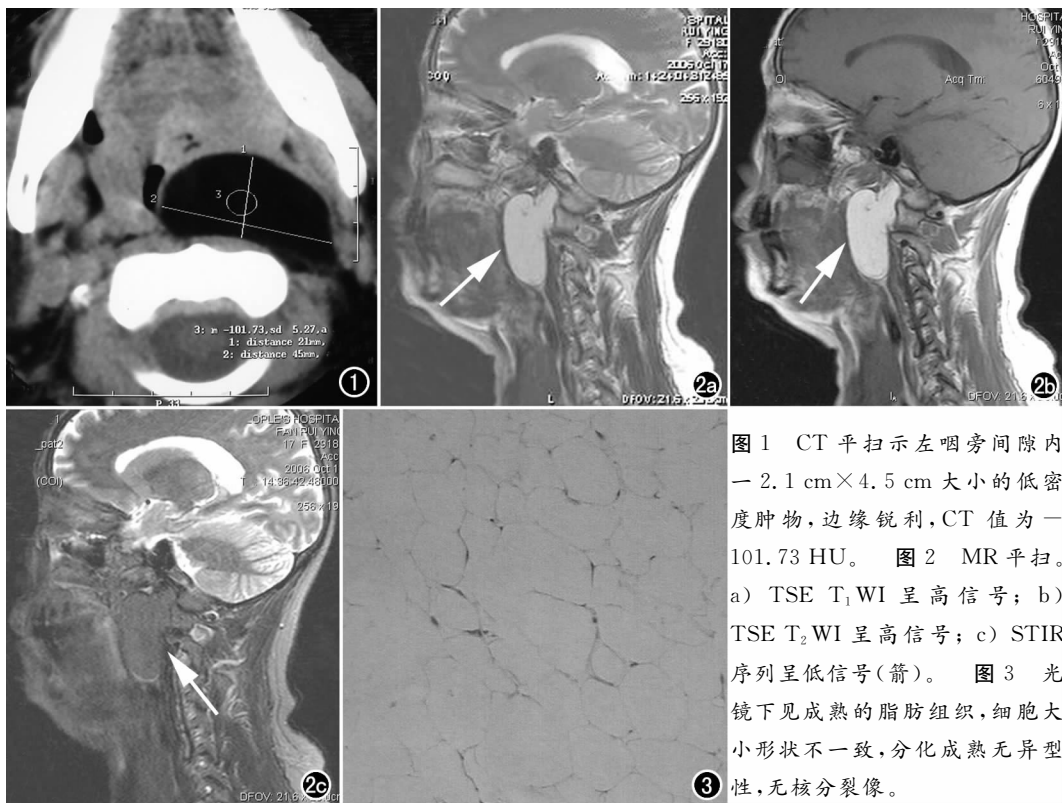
CT 平扫示左咽旁间隙内一 2.1 cm×4.5 cm 大小的低密度肿物, 边缘锐利, CT 值为 -101.73 HU。图 2 MR 平扫。a) TSE T₁WI 呈高信号; b) TSE T₂WI 呈高信号; c) STIR 序列呈低信号(箭)。图 3 光镜下见成熟的脂肪组织, 细胞大小形状不一致, 分化成熟无异型性, 无核分裂像。
